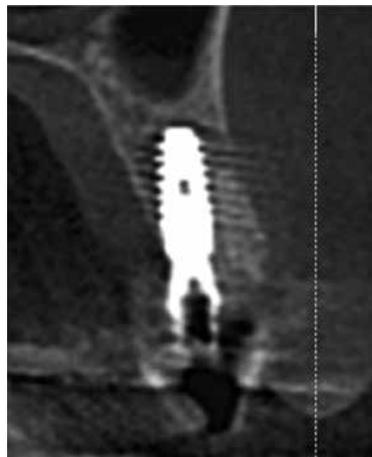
Tomografia *cone beam* de acompanhamento 3 meses.
